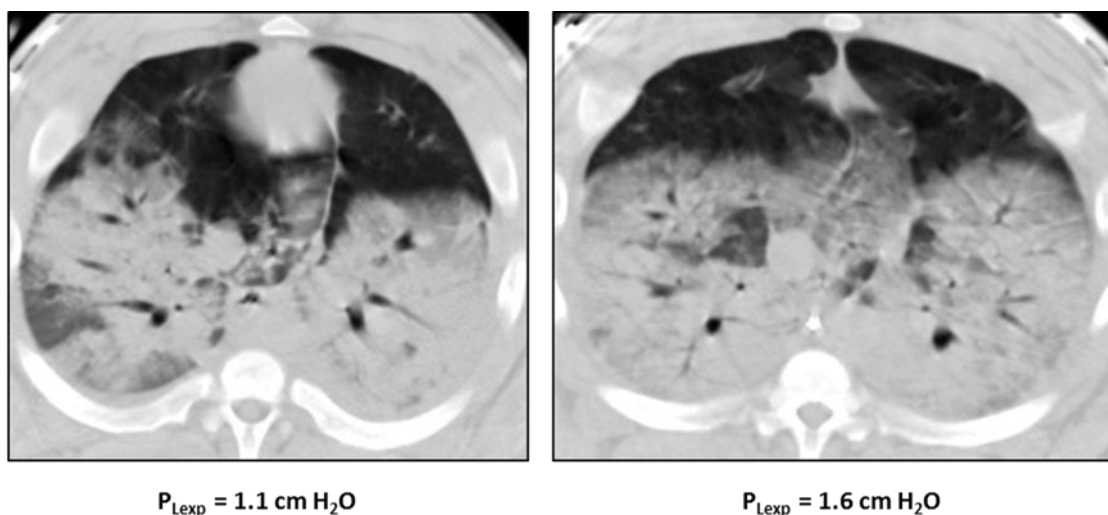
Tomografias computadorizadas de tórax mostrando extensas áreas de colapso pulmonar com uma P_{Lexp} positiva entre 1-2 cmH_2O (após MR com CPAP de 40 cmH_2O por 40 segundos e PEEP de 10 $\text{cm H}_2\text{O}$).
